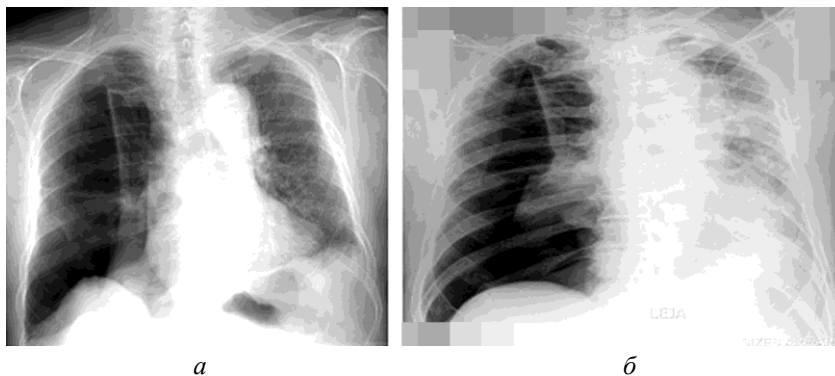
Обзорная рентгенограмма органов грудной клетки. Напряженный пневмоторакс справа после ушиба грудной клетки, коллапс правого легкого (а); напряженный пневмоторакс справа у пациента с тупой травмой груди, смещение органов средостения в здоровую сторону, расширение межреберных промежутков справа (б)
